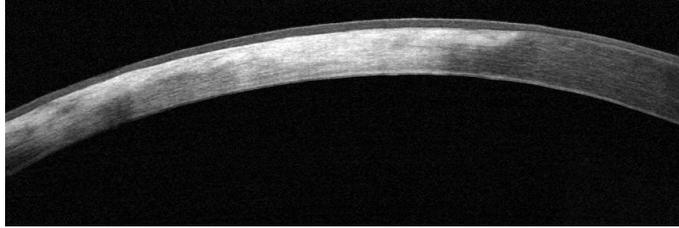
Tomografia de segmento ocular anterior por coerência óptica no domínio de Fourier (RTVue-100 FD-OCT) na avaliação pré-operatória do paciente 1.
